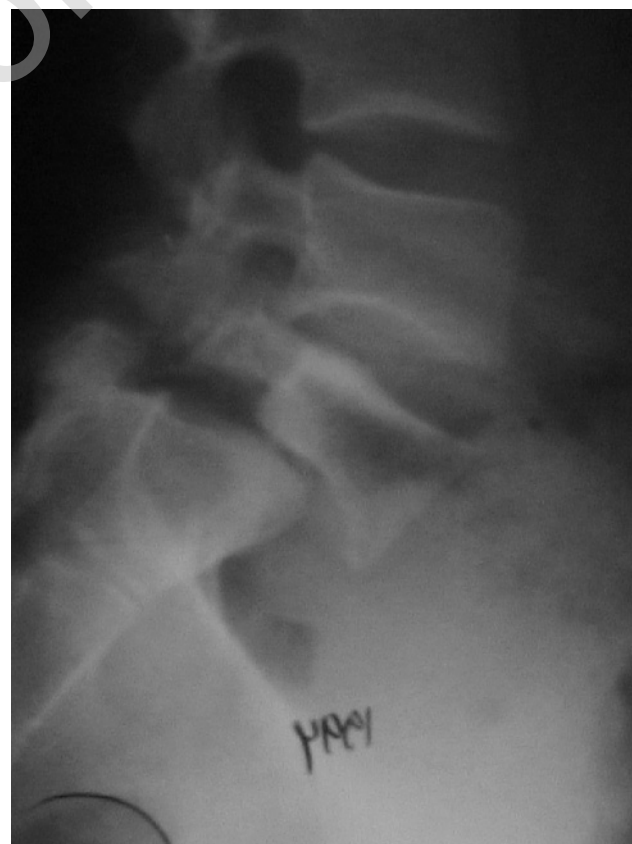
Radiographie de profil chez un patient de 17 ans présentant un spondylolisthésis (L5-S1) à grand déplacement dans le cadre d'un syndrome de Marfan.
